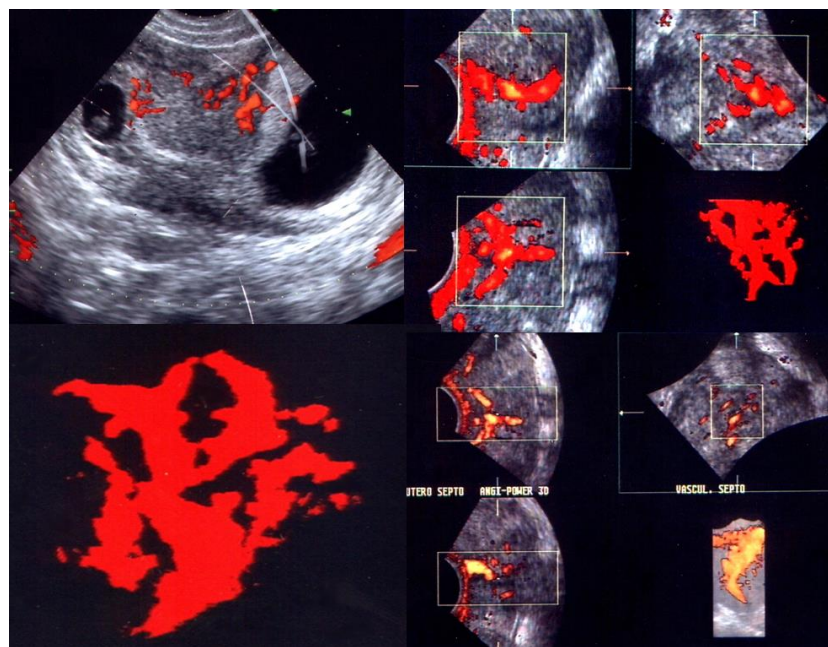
Estudio vascular Doppler energía y Doppler color del septo tanto con 2D como angiografía 3D y HDLive, en un embarazo gemelar.
